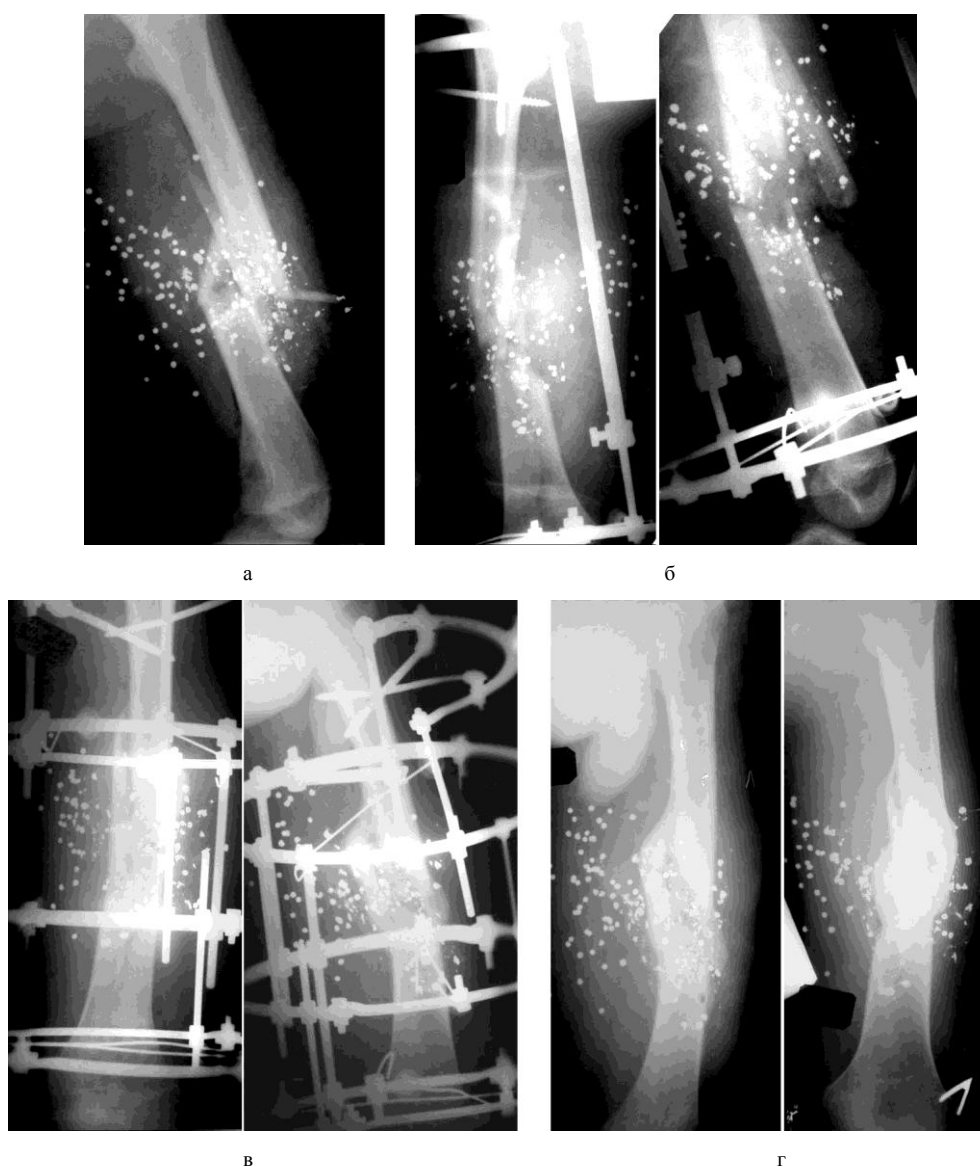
Рентгенограммы бедра пациента П.: а – при поступлении; б – после первого этапа остеосинтеза; в – после второго этапа остеосинтеза; г – через 7 месяцев после ранения
